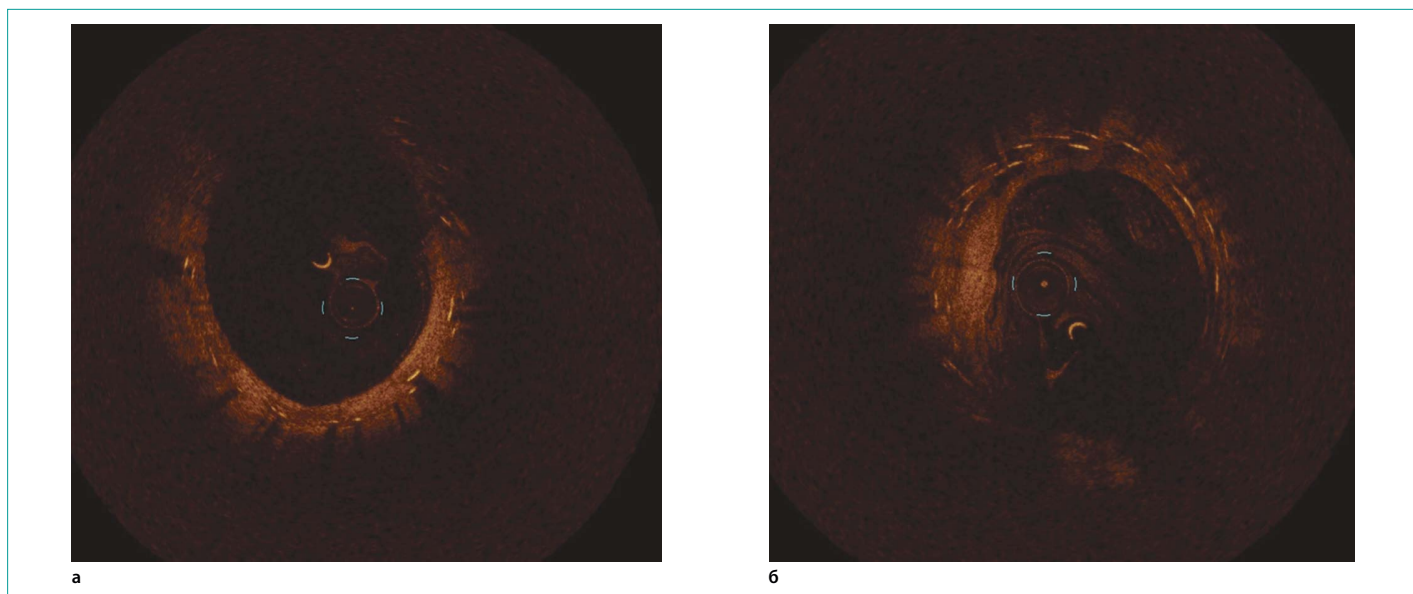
Оптическая когерентная томография. Результат через 12 месяцев: а) определяются страты ранее имплантированных стентов с участками неоинтимы; б) определяется участок умеренной гиперплазии неоинтимы без препятствия кровотоку
